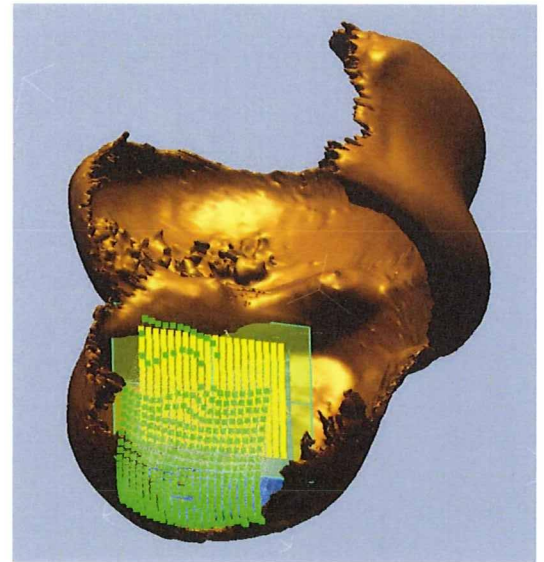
超音波関節軟骨モデルと CT 関節軟骨モデルとの位置合わせ
